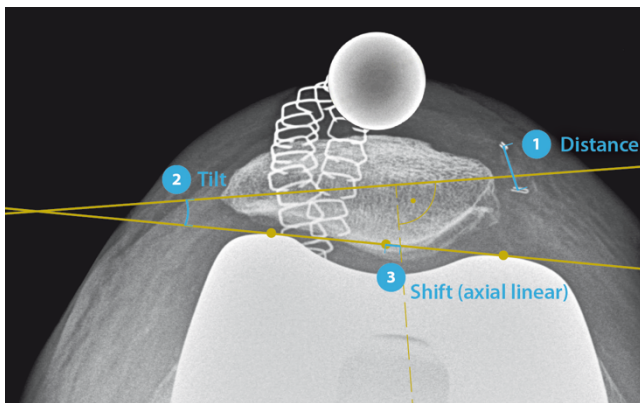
Measurement protocol. Measuring clip distance (1), patellar tilt (2) and shift (3) by means of a scaled patella skyline radiograph.
